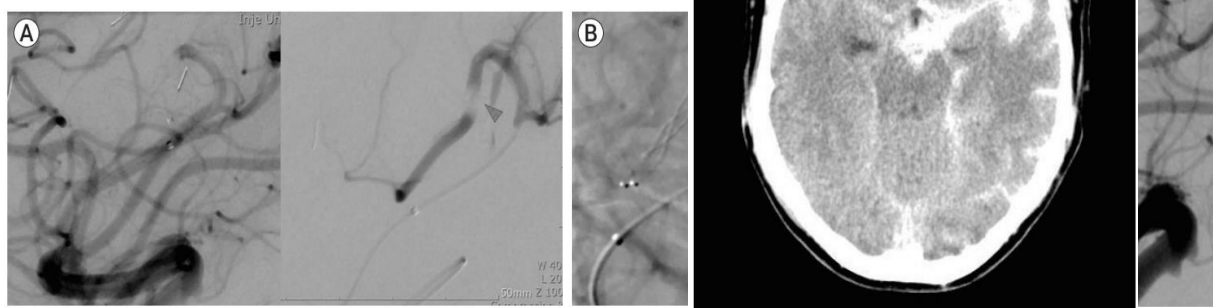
Computed tomography showed a subarachnoid hemorrhage in left sylvian fissure.
